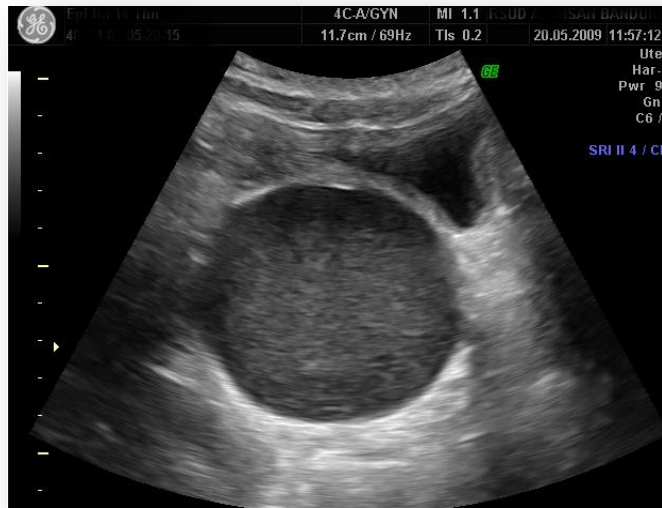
Ecografía pélvica muestra imagen consistente con hematómetra.
